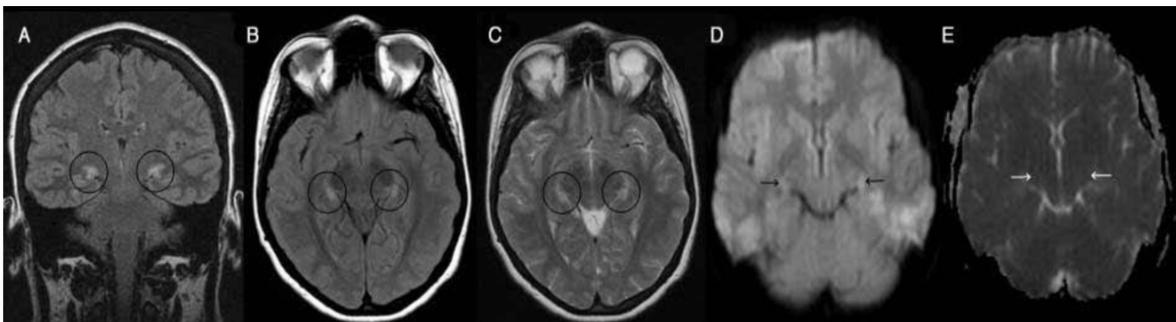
Imagen por RM. Las imágenes (A) coronales y (B) transversales atenuadas por líquido (FLAIR) y la imagen transversal ponderada en T2. (C) Anomalías de señal hiperintensas que afectan tanto al NGL derecho como izquierdo. (D) Imagen de coeficiente de difusión aparente. (E) las anomalías representan infartos isquémicos (realizadas al mismo tiempo). (45)
